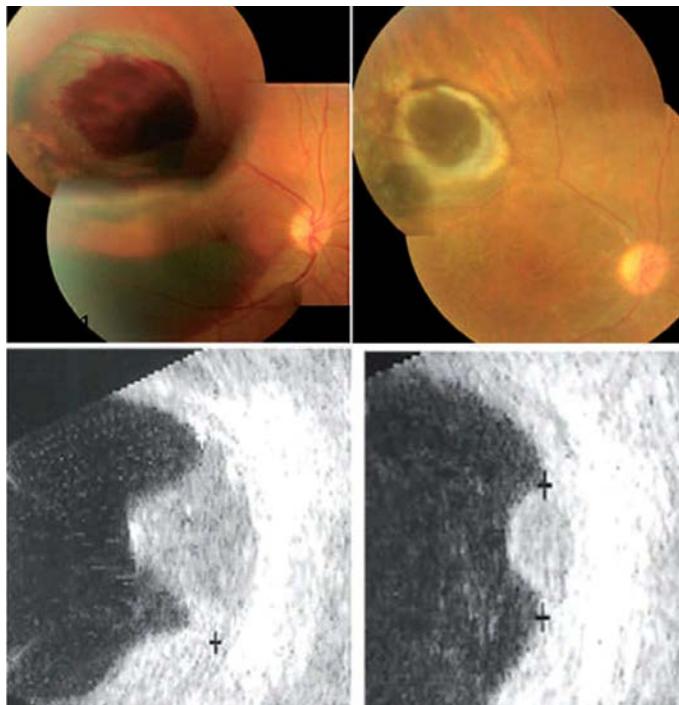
Evolución de otro caso de melanoma de coroides después del tratamiento con ^{125}I . A la izquierda: retinografía y ecografía antes del tratamiento. A la derecha: un año después de la radiación.
